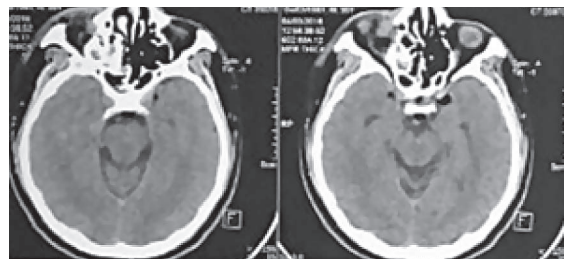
TAC de control a las 9 horas del posoperatorio. No muestra sangrado, solo un pequeño neumocéfalo en región sellar.
